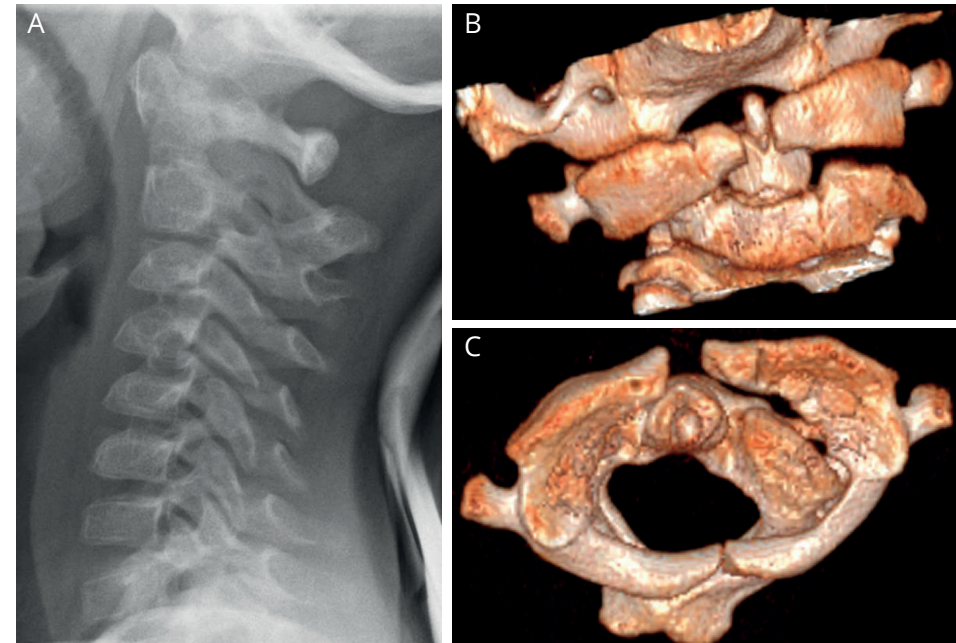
En (A), radiographie de profil de la colonne cervicale d'un enfant de 4 ans présentant un torticolis depuis 9 mois dans les suites d'un abcès rétropharyngé. Notez le contour double de l'arc postérieur de C2 qui traduit une forte inclinaison de cette vertèbre. Notez l'absence d'arc antérieur de C1 et la présence à la place d'une masse latérale dont on voit le rapport articulaire avec un condyle occipital. Un CT-scan a été demandé et des reconstructions tridimensionnelles sont obtenues. En (B), vue antérieure de C0-C1-C2 : la masse latérale droite est projetée en avant ce qui induit une inclinaison droite. En (C), vue supérieure de C1-C2 : la masse latérale gauche est congruente alors que la masse droite est luxée en avant.
